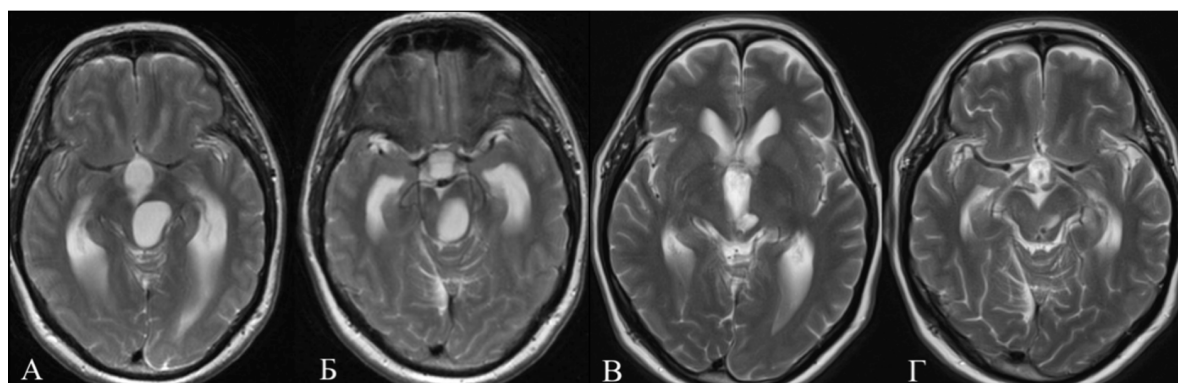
МРТ головного мозга Ах., срезы до (А,Б) и после (1 неделя) (В,Г) ВЦЦС.
